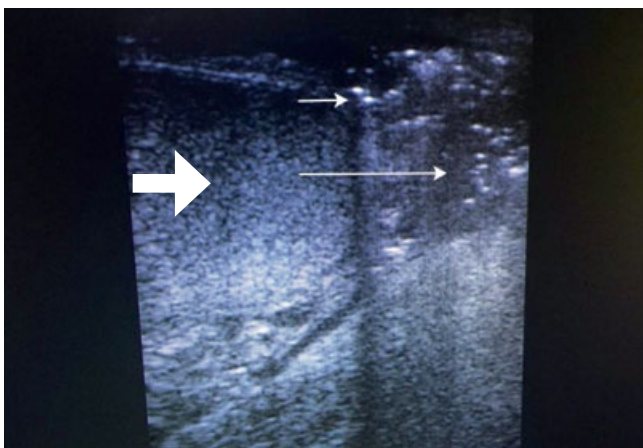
УЗИ мошонки. Скопление пузырьков газа в мягких тканях мошонки в виде точечных гиперэхогенных включений с четким симптомом «хвоста кометы» (тонкие стрелки), фрагмент интактного яичка (толстая стрелка)
